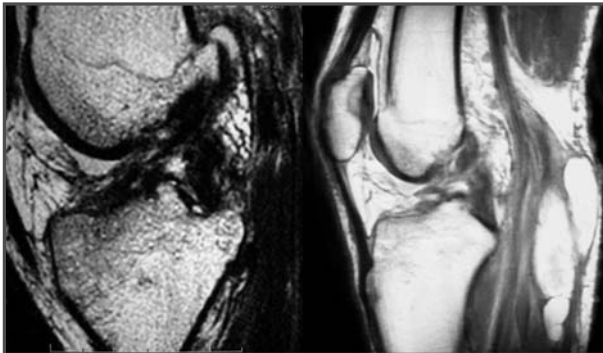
RM que muestra un hematoma en la región posterior de la rodilla y la ruptura completa del LCA y parcial del LCP.
